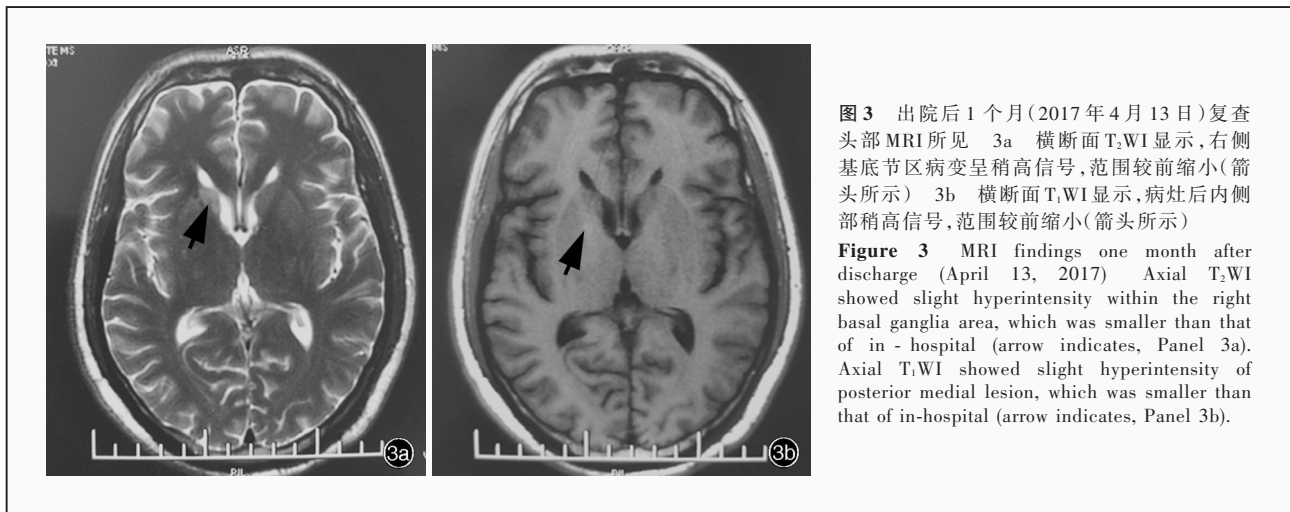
出院后1个月(2017年4月13日)复查头部MRI所见 3a 横断面T₂WI显示,右侧基底节区病变呈稍高信号,范围较前缩小(箭头所示) 3b 横断面T₁WI显示,病灶后内侧部稍高信号,范围较前缩小(箭头所示)
